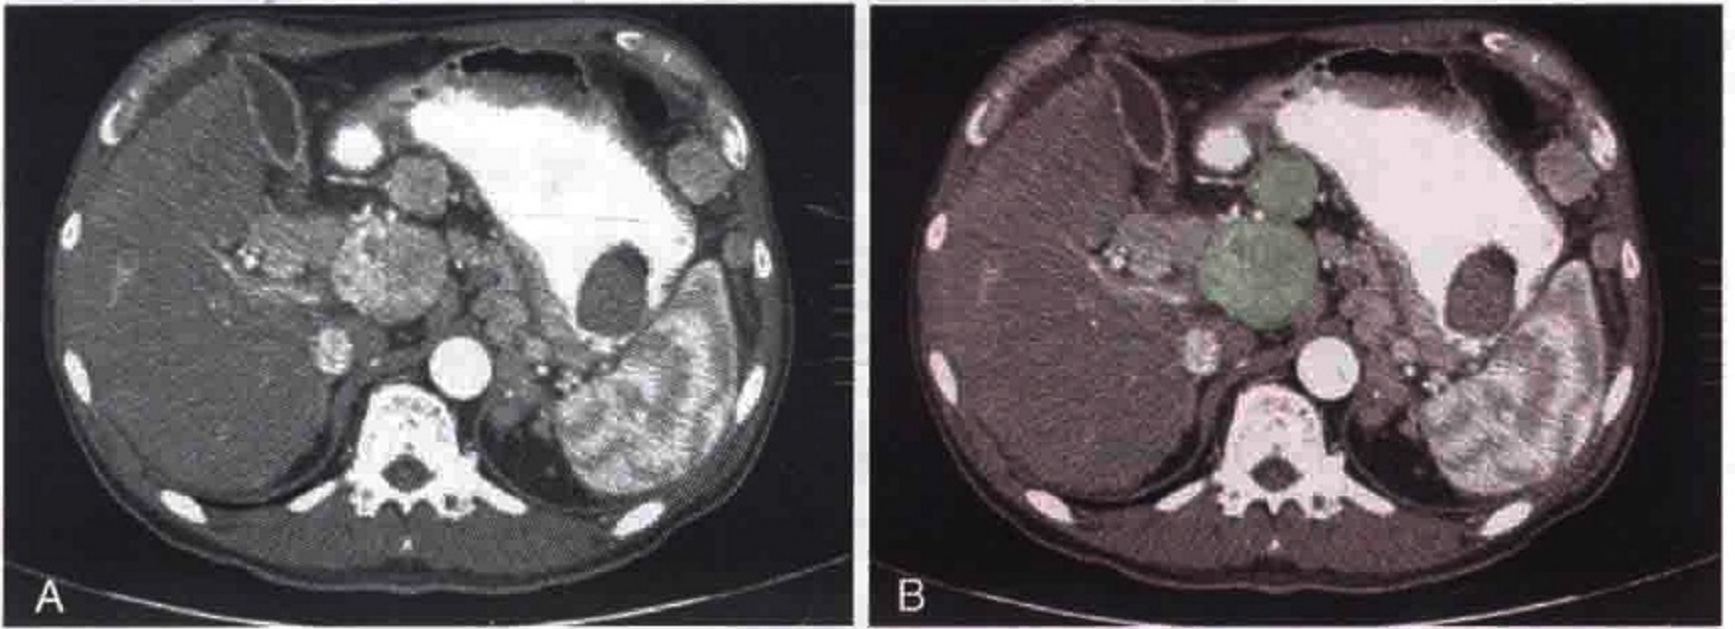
横轴位 CT 扫描显示肝癌患者门静脉周围富血供的肿大淋巴结（绿色）
